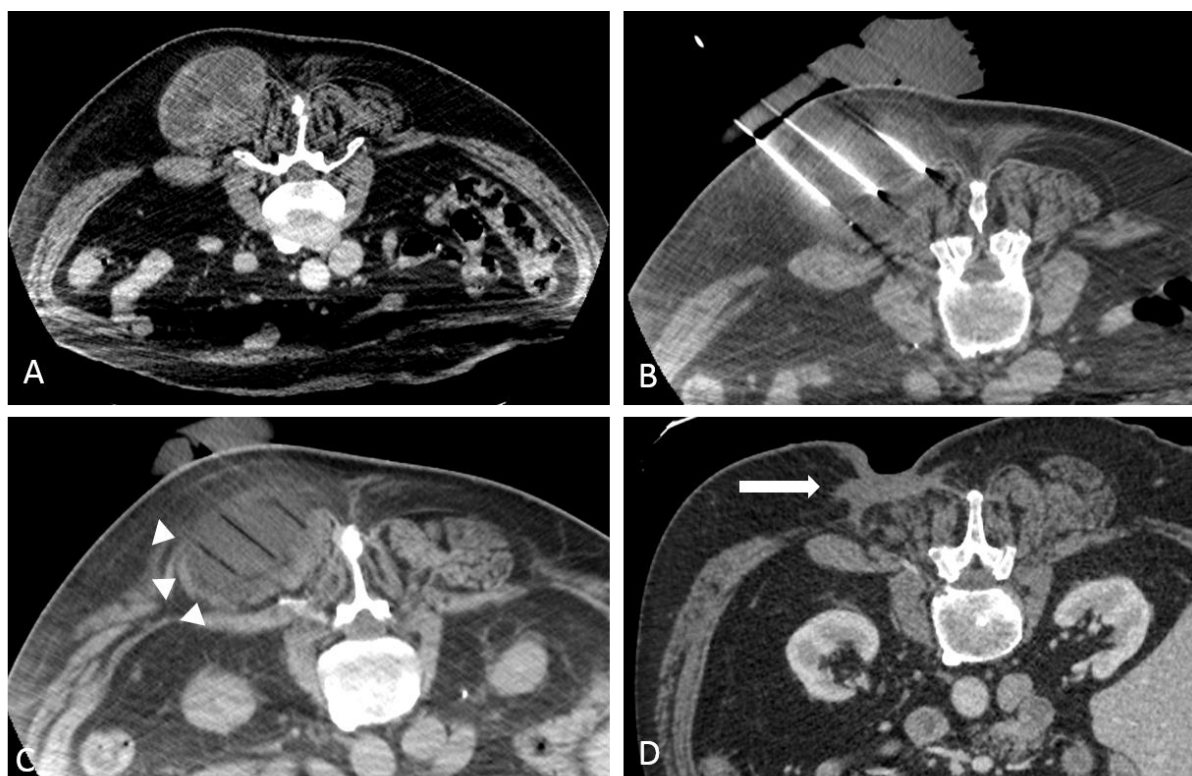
CT image of a soft-tissue paravertebral metastasis of a grade 3 pleomorphic liposarcoma in a 73-year-old men, before procedure (A), perprocedure showing cryoprobes within the lesion (B). The ice ball is well-differentiated from the surrounding tissue (arrowhead, C). CT image follow-up at 16 months demonstrating the scar of the cryoablation zone and wound debridement.
